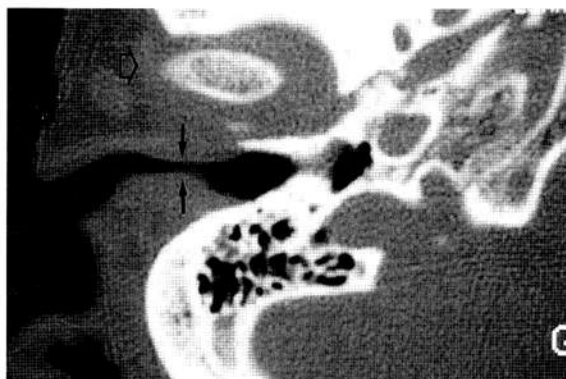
Corte axial en TAC en el que se observa estenosis del CAE y engrosamiento cartilaginoso de la articulación temporo-mandibular (Caso 2).
